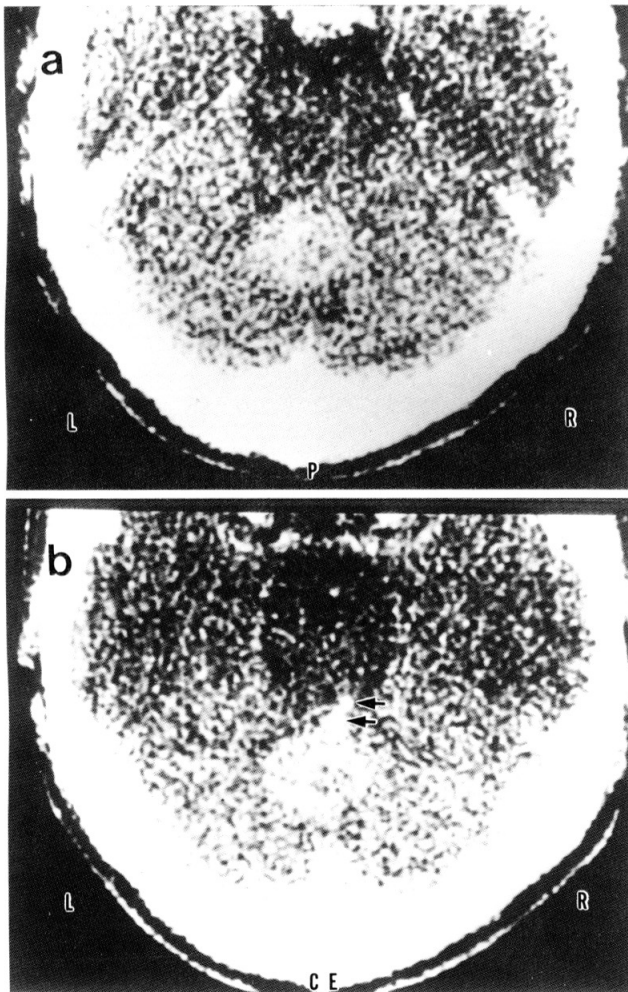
Plain CT (a) shows the hematoma in the deep cerebellum. The enhanced CT (b) reveals two enhanced nodules on the anterior border of the hematoma.
